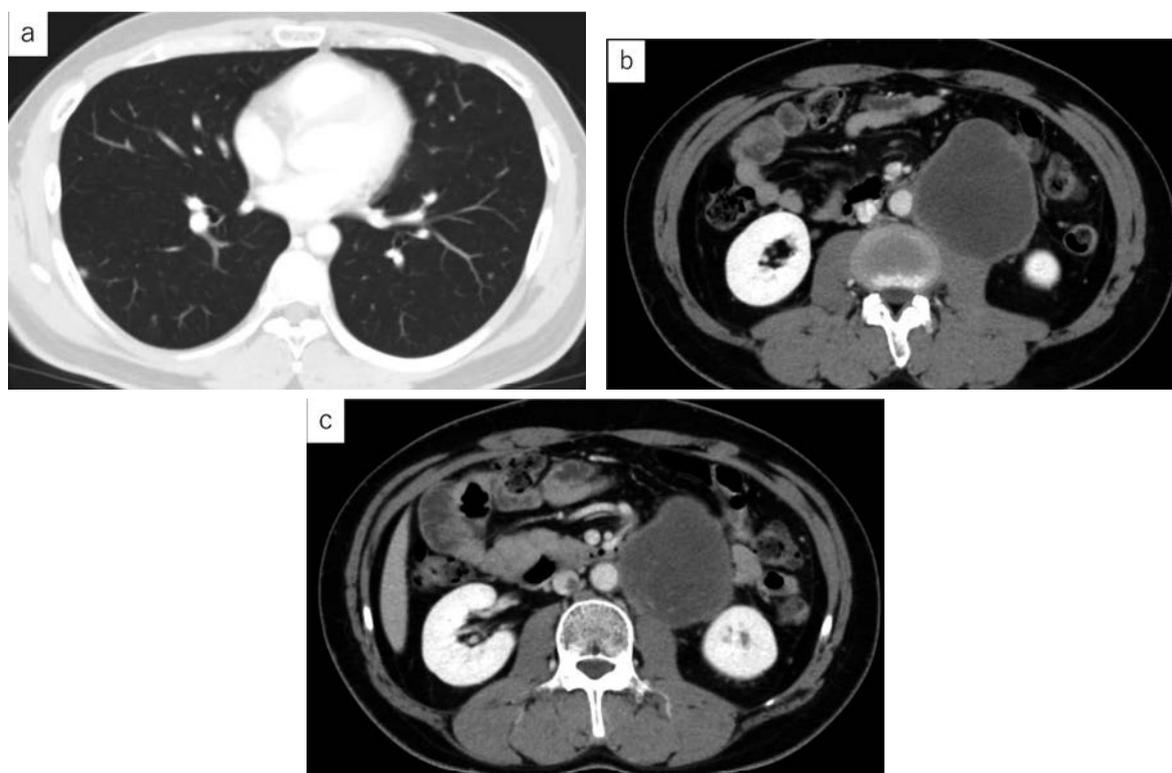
Preoperative CT image. Multiple lung metastases (a), retroperitoneal tumor (b), and tumor in inferior vena cava (c).
